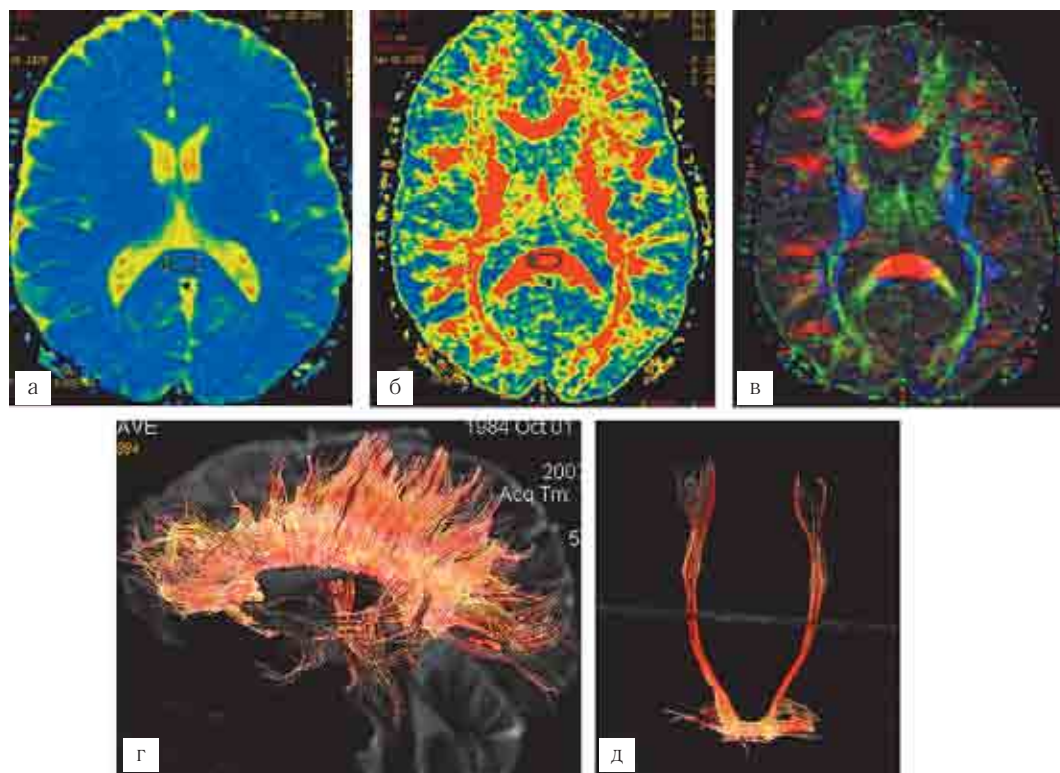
Диффузионно-тензорная МРТ здорового добровольца: *а* — ИКД-карта; *б* — карта фракционной анизотропии; *в* — 2D-структурная карта с применением цветового кодирования; *г* — 3D-реконструкция мозолистого тела; *д* — 3D-реконструкция кортикоспинальных трактов.
